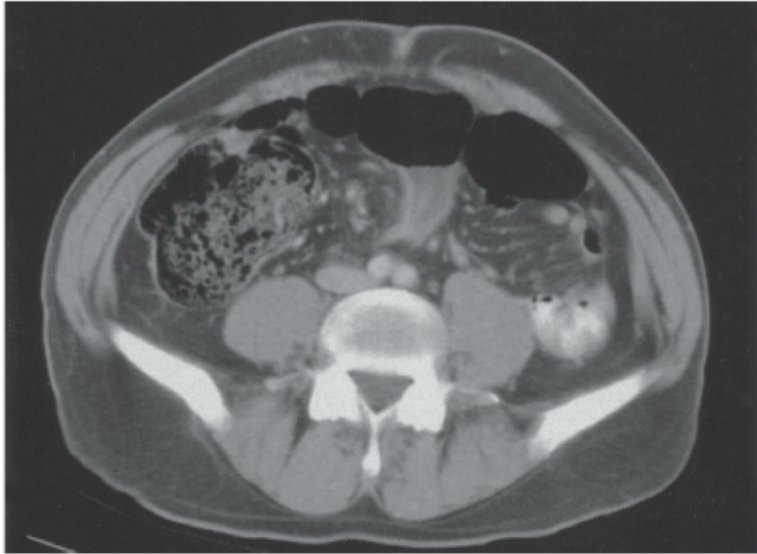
TC do abdome em um paciente com vólculo do sigmoide. Note o rodado característico no mesentério.
